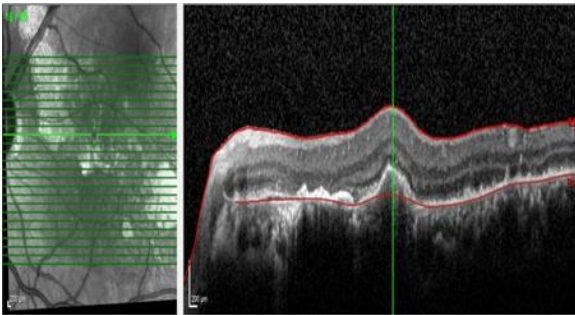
Aflibercept 4. Doz Sonrası Optik Koherens Tomografi Görüntüsü
